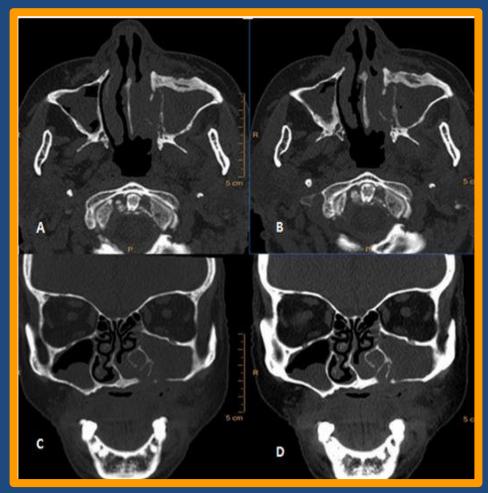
tomografía craneofacial sin contraste. A-B cortes axiales, ventana ósea en la que evidencia imagen osteolítica con destrucción de la pared medial del seno maxilar izq. B-C reconstrucción Coronal: compromiso de la pared inferior de seno maxilar y paladar duro izquierdo que se extiende a cavidad bucal.
